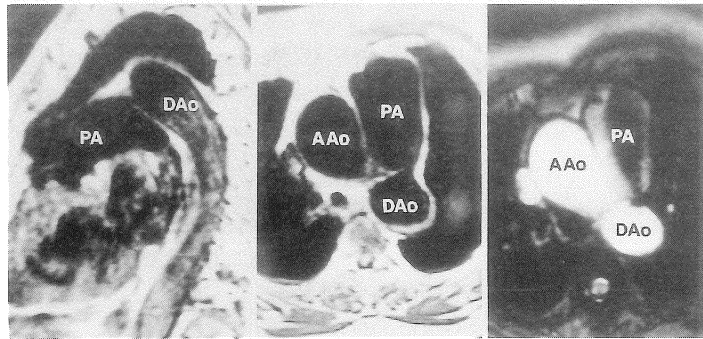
動脈管閉存症の効率的なMRI診断を行うための断面設定
